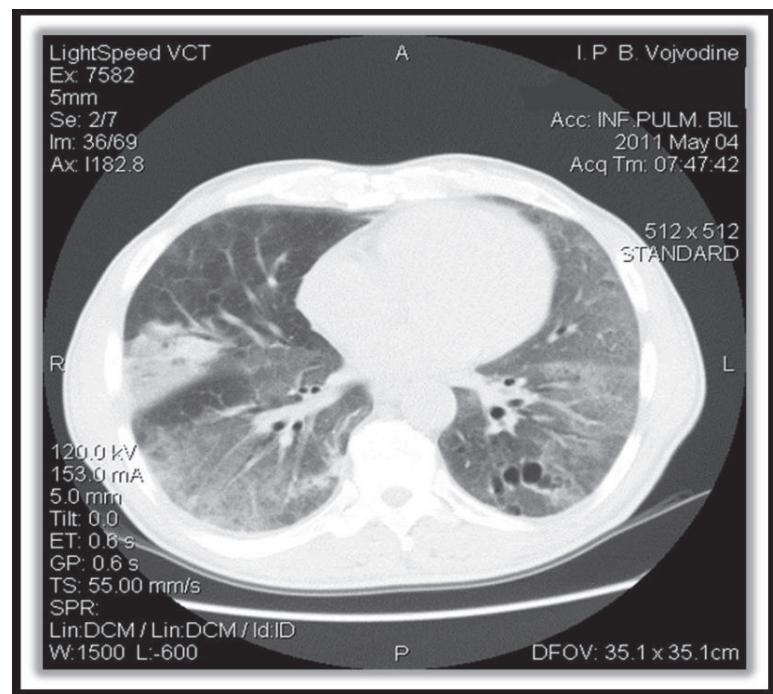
CT scan of the thorax: bilateral areas of ground glass opacification, more pronounced dorsally
